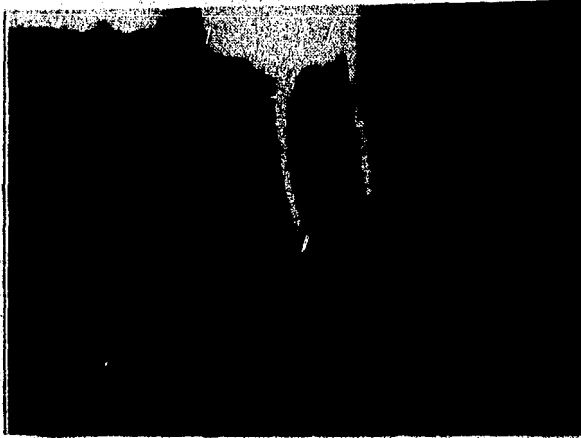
Radiografía tomada inmediatamente después de la reimplantación.
